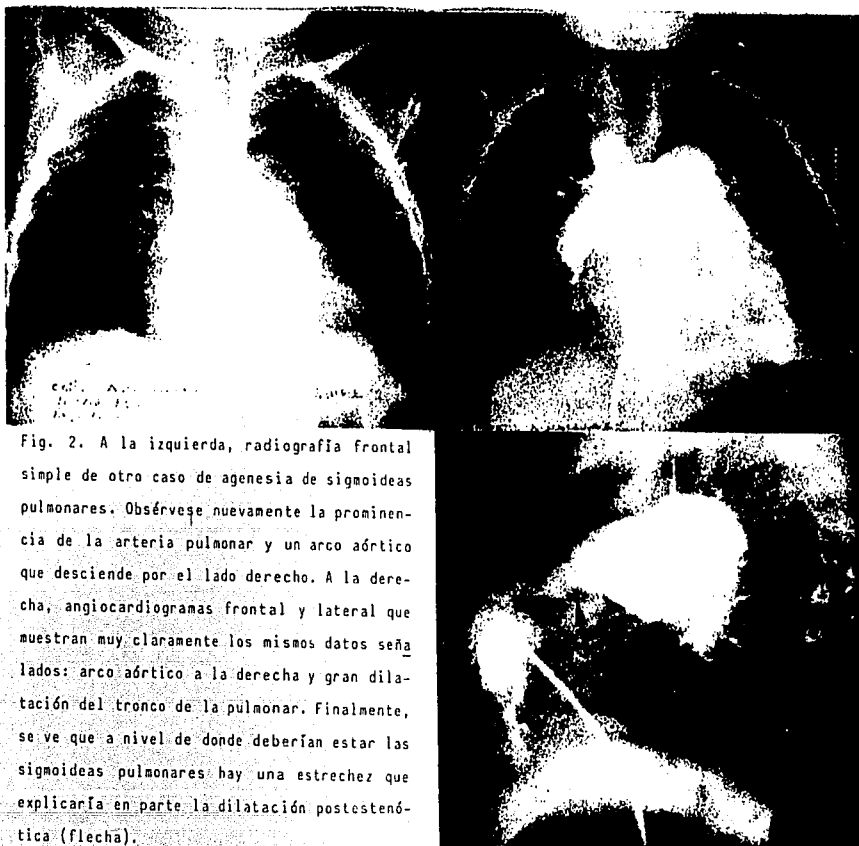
A la izquierda, radiografía frontal simple de otro caso de agenesia de sigmoideas pulmonares. Obsérvese nuevamente la prominencia de la arteria pulmonar y un arco aórtico que desciende por el lado derecho. A la derecha, angiocardiogramas frontal y lateral que muestran muy claramente los mismos datos señalados: arco aórtico a la derecha y gran dilatación del tronco de la pulmonar. Finalmente, se ve que a nivel de donde deberían estar las sigmoideas pulmonares hay una estrechez que explicaría en parte la dilatación postestenótica (flecha).
